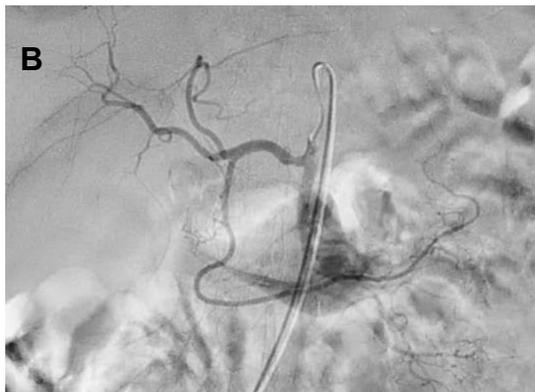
Imágenes correspondientes a la segunda arteriografía del caso 3. A) TC con contraste, corte coronal, con foco de sangrado (flecha) endoluminal en última porción de duodeno/ángulo de Treitz B) Arteriografía con salida de arteria hepática y gastroduodenal de la arteria mesentérica superior como variante anatómica. No signos de sangrado. C) Embolización empírica de arteria gastroduodenal con coils.
